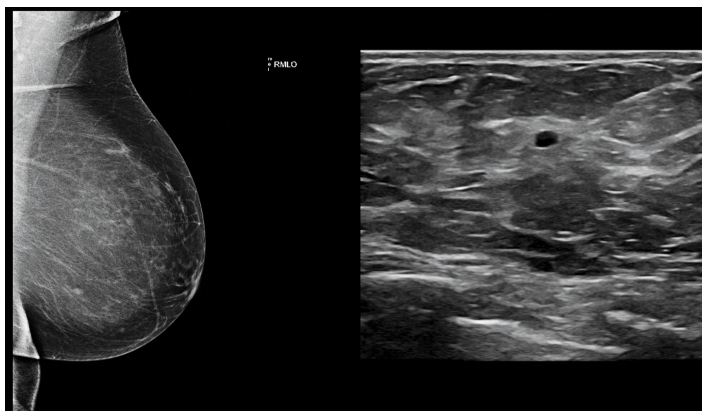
Exemplo de uma imagem obtida utilizando a técnica de ultrassons [8]
